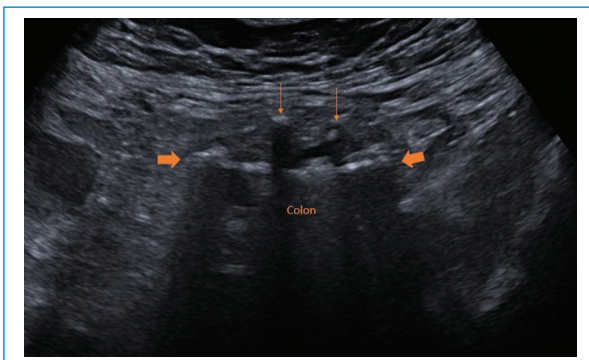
Ecografía que muestra dos divertículos en colon descendente (flechas finas), herniaciones de la capa mucosa y submucosa a través de la pared del colon (hiperecogénica, flechas gruesas).
